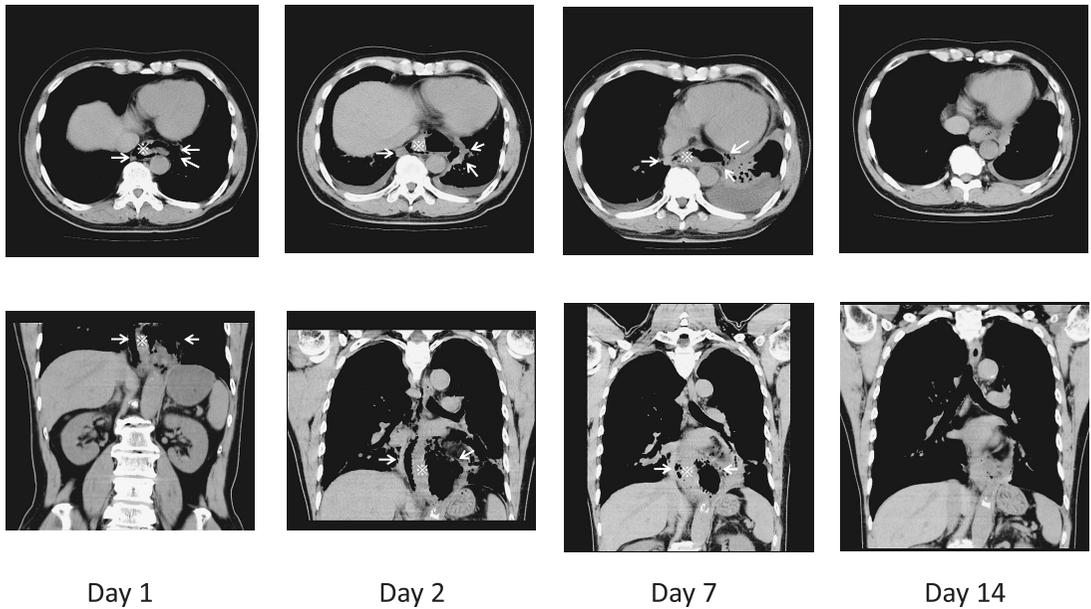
CT on day 1 shows pneumomediastinum (arrow) without pneumothorax. CT on day 2 shows that pneumomediastinum has developed with bilateral pleural effusion. CT on day 7 shows atelectasis of the left lower lung, but CT on day 14 shows almost complete healing. (※: esophagus)
